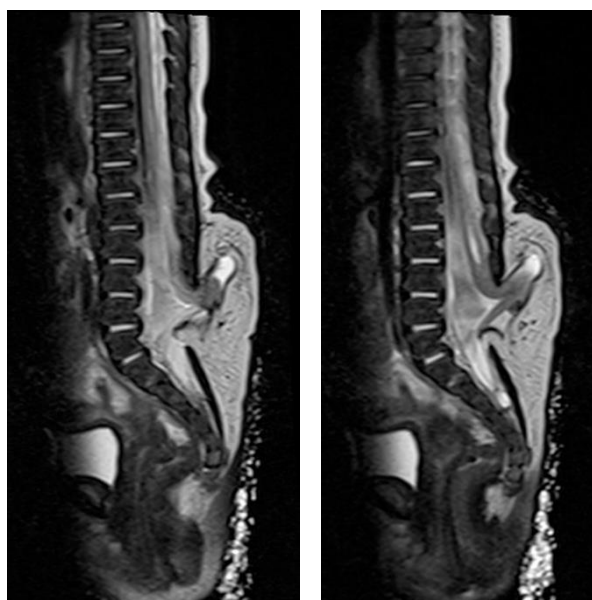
Secuencias de resonancia magnética en T2, se observa médula espinal, cono medular a nivel de L2 y raíces de cola de caballo contenidas en la herniación de tejidos en región lumbar
